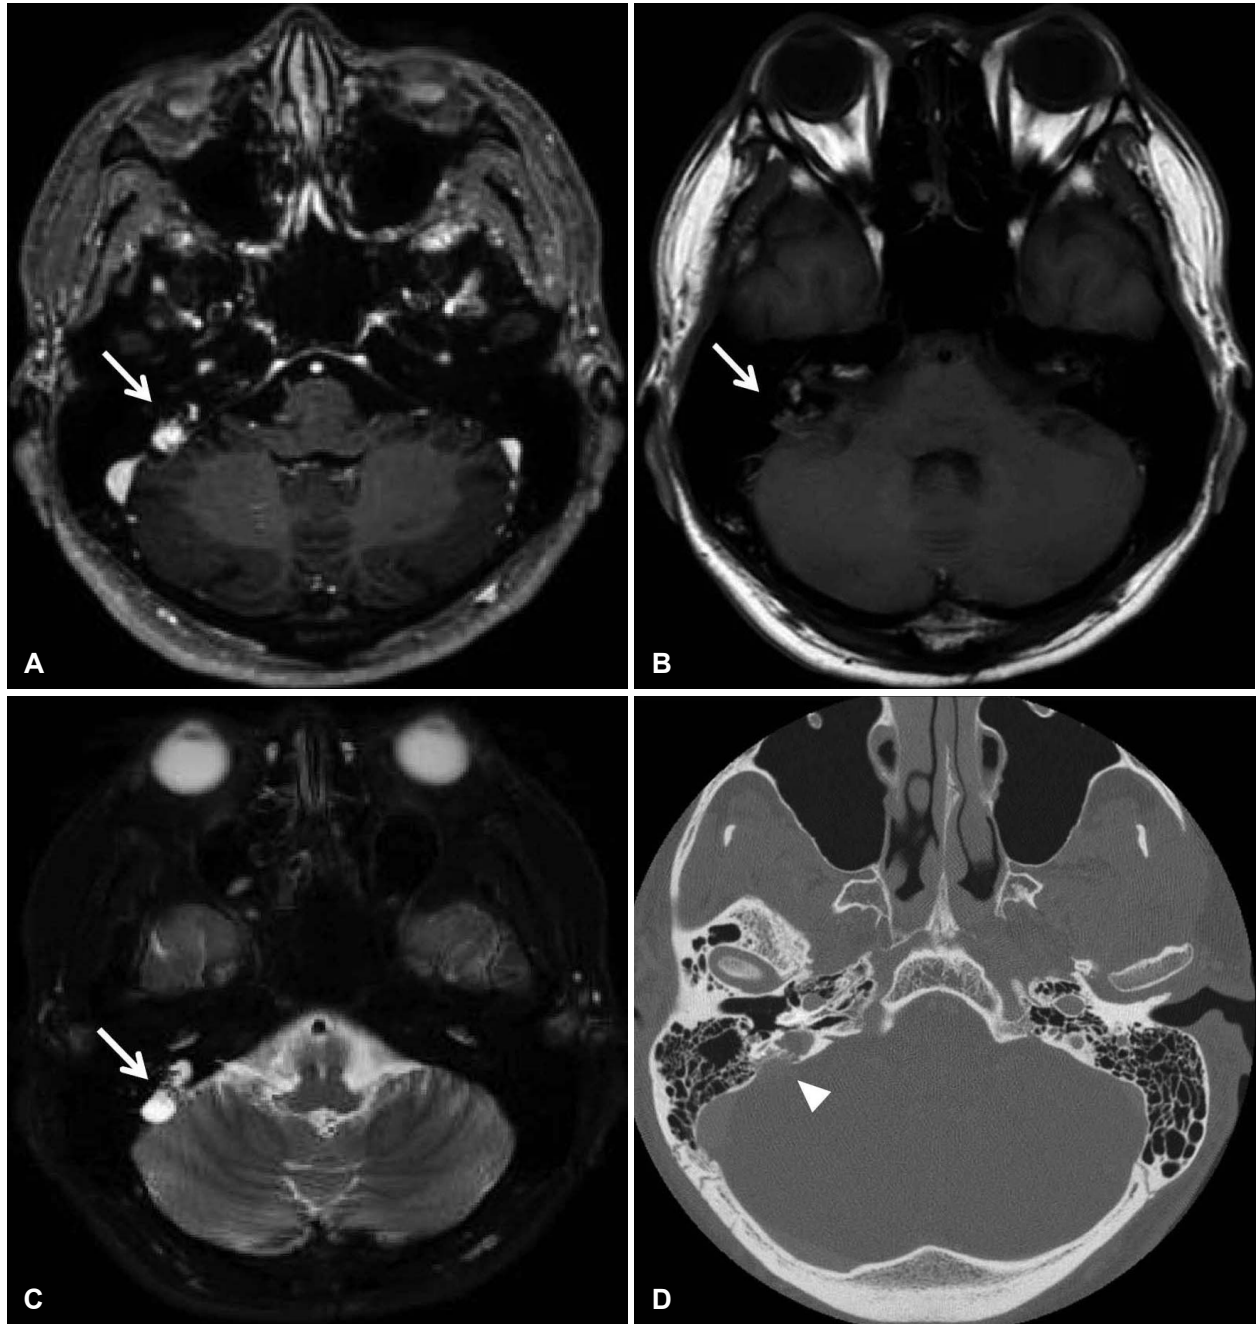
Radiologic findings of temporal region. Temporal bone magnetic resonance T1-weighted enhanced image (A). Temporal bone magnetic resonance T1-weighted image (B). Temporal bone magnetic resonance T2-weighted image (C). Temporal bone computed tomography (D). The right mass in the endolymphatic sac (arrow) was hyperintense on enhanced T1 weighted imaged with heterogeneous enhancement (A and B). T2-weighted scan that reveals inhomogenous lesion of endolymphatic sac. About 8 mm sized ovoid lesion involved the bony plate of posterior cranial fossa in right temporal bone (arrow) (C). Enhanced CT scan that reveals moth-eaten pattern with diffuse destruction of retrolabyrinthine (arrowhead) (D).
